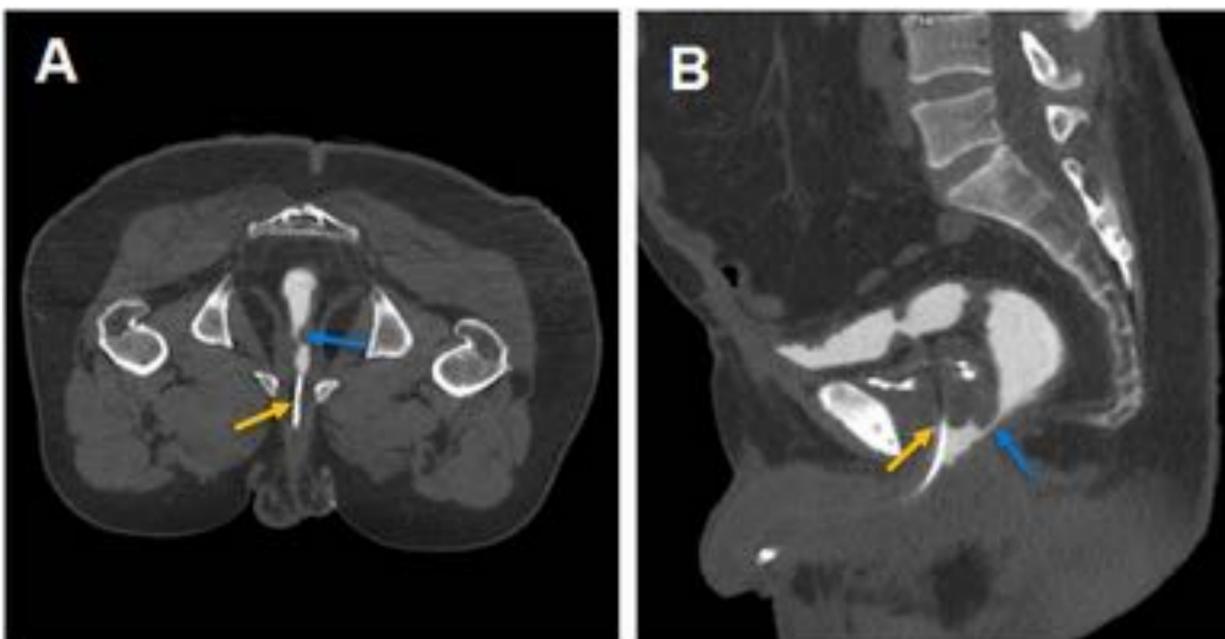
Corte axial (A) y reconstrucción sagital (B) de TC abdomino-pélvico con contraste iv en fase excretora. Paciente con prostatectomía radical y sonda urinaria pinzada (flechas amarillas). Extravasación de contraste de vejiga a recto-sigma a través de trayecto fistuloso (flechas azules), compatible con fístula vésico-rectal.
